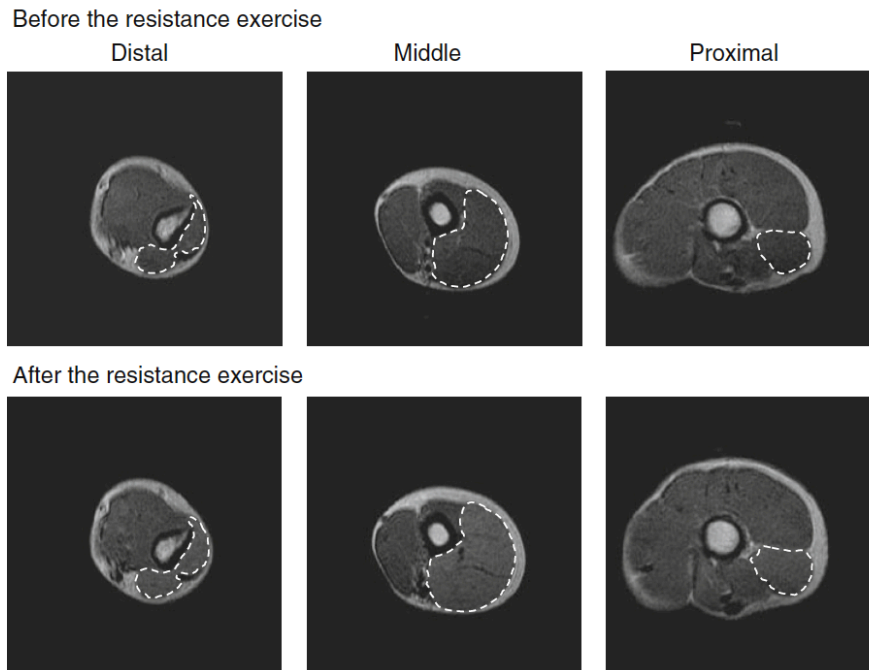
Imagen de MRI para medir la hipertrofia regional de los extensores de codo antes (arriba) y después (abajo) de 12 semanas de entrenamiento (Wakahara et al., 2012).
